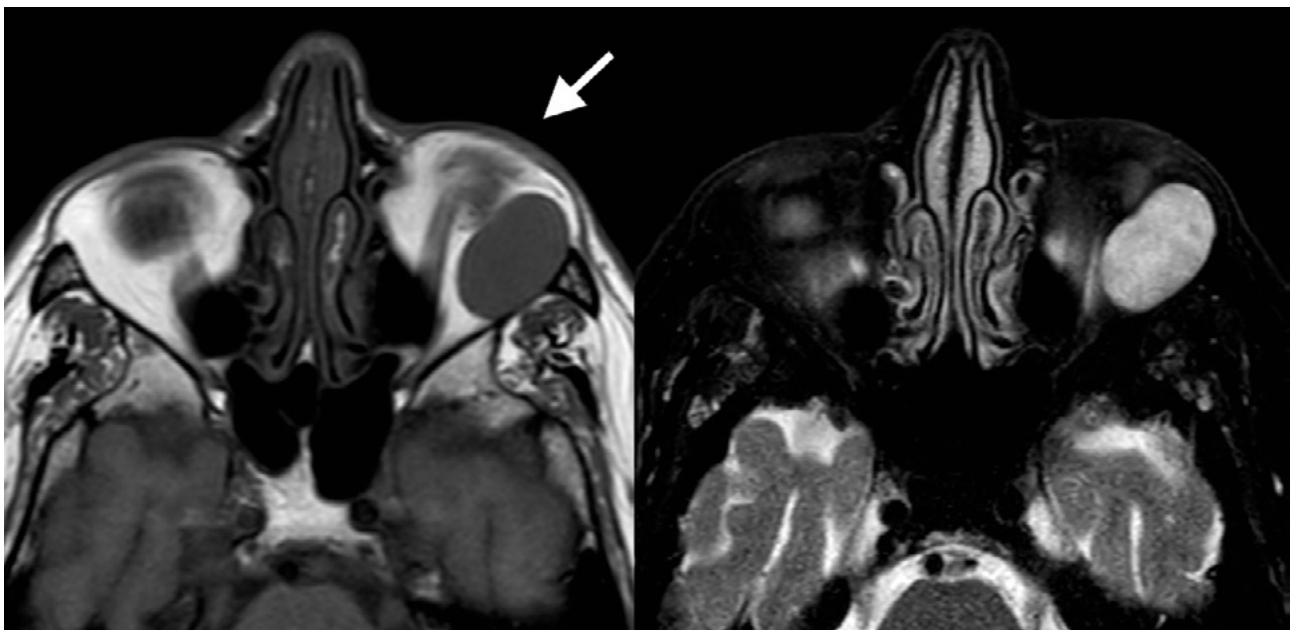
RM de órbitas MVO-1. Cortes axiales en secuencias ponderadas en T1 (izquierda) y T2 con supresión de la señal de la grasa (derecha). Se intuye un exoftalmos del globo ocular izquierdo tan solo parcialmente visible (flecha blanca en imagen izquierda), secundario a masa extraconal inferolateral con contornos muy bien delimitados, baja señal homogénea en la secuencia T1 y homogéneamente alta en la secuencia T2. Realce intenso y homogéneo (no mostrado), que comienza en la periferia de la lesión y progresa hacia el centro de la misma, y una curva dinámica con realce rápido y casi vertical, típicos de la malformación venosa cavernosa.
